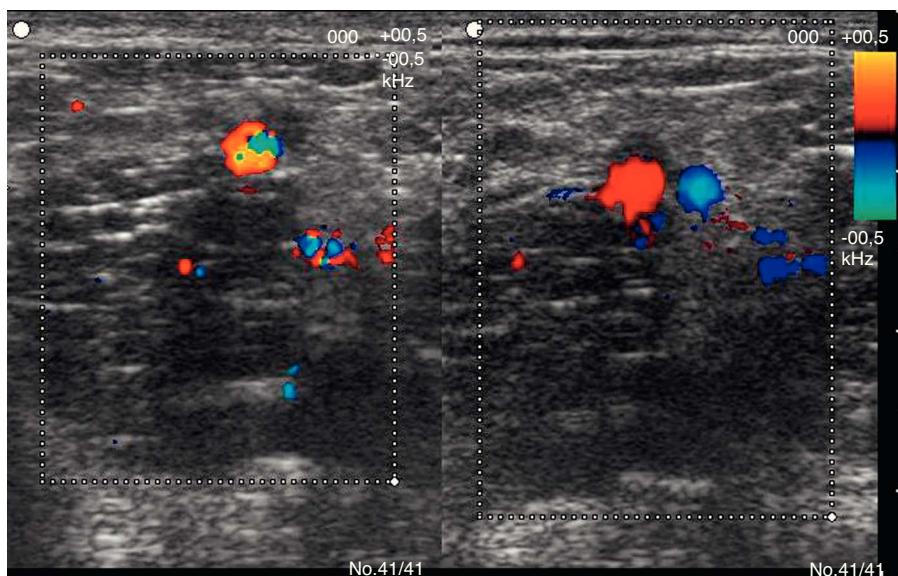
Imagen correspondiente a ecografía Doppler con sonda lineal de 13 MHz. Imagen a doble pantalla. La pantalla de la derecha corresponde a un corte transversal a nivel del tercio proximal del viento medial del gemelo del miembro inferior derecho. Se detecta una imagen redondeada que capta flujo correspondiente a una arteria gemelar, y profunda a la misma una imagen peor delimitada hipoeccogénica que corresponde a la vena gemelar trombosada que no capta flujo. La pantalla de la izquierda corresponde a un corte transversal algo más proximal, cerca ya del hueco poplíteo y pueden apreciarse 2 imágenes redondeadas que captan flujo Doppler y corresponden a la arteria y vena gemelares, cerca ya de su unión a los vasos poplíticos.
